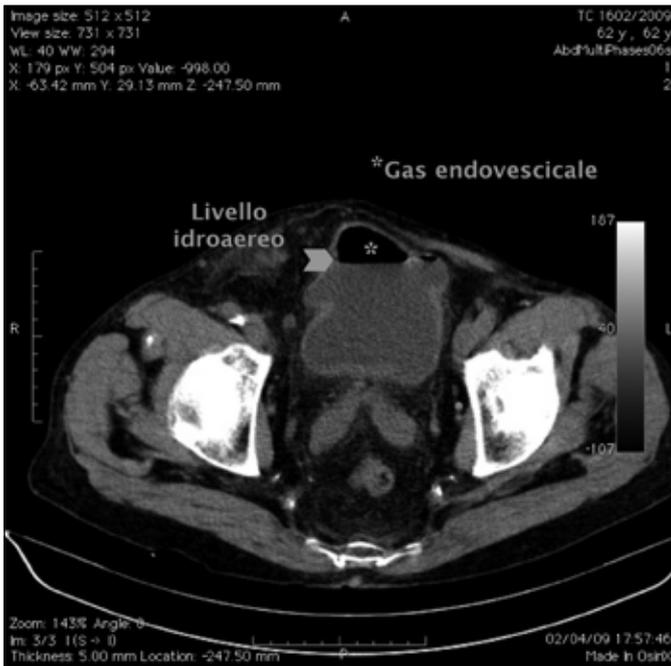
Uro-TC - presenza di livello idroaereo in vescica (freccia).
